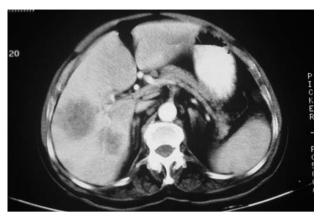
TC abdominal con lesiones redondeadas hipodensas en el hígado compatibles con abscesos.
